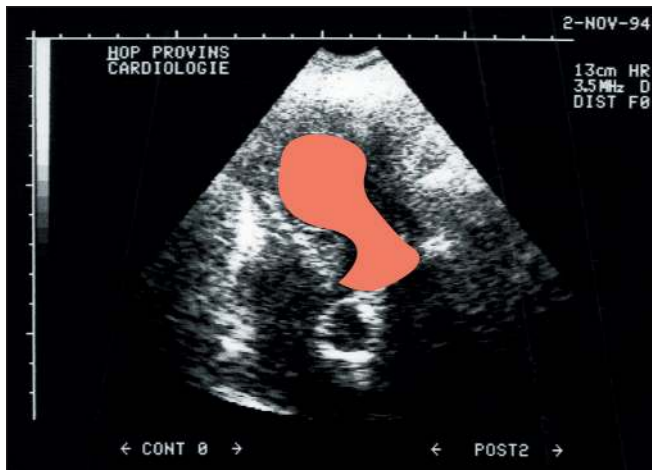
Aspects télésystolique et télédiastolique échocardiographiques du ventricule gauche.
